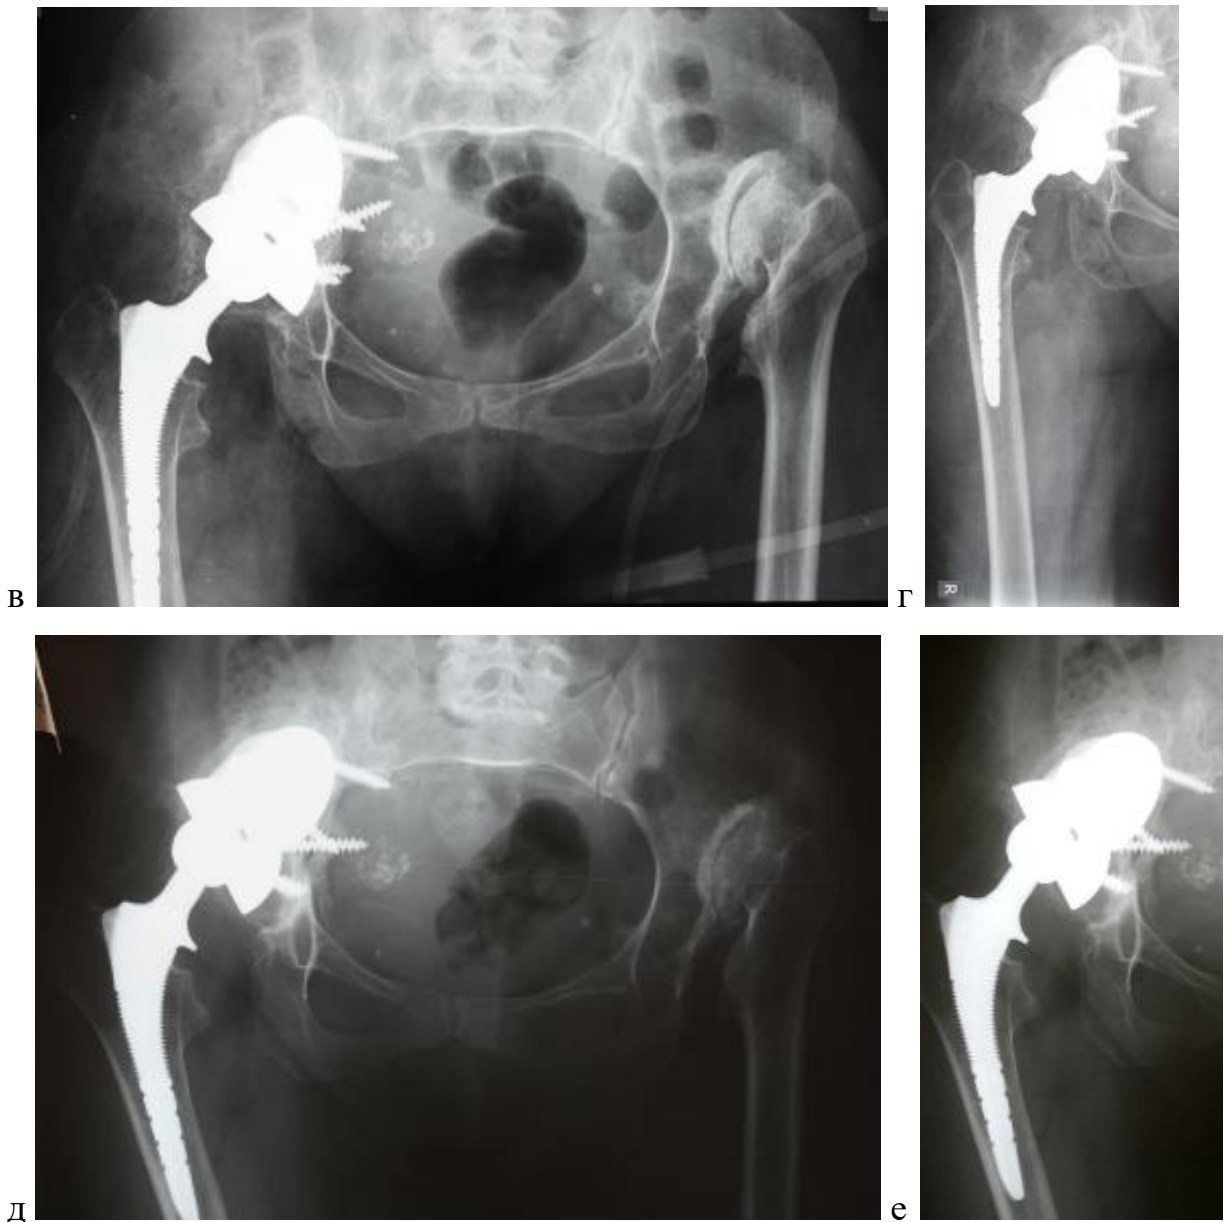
Рентгенограммы больной А а)б) до операции в)г) сразу после операции д)е) через 8 мес. после ревизии.
